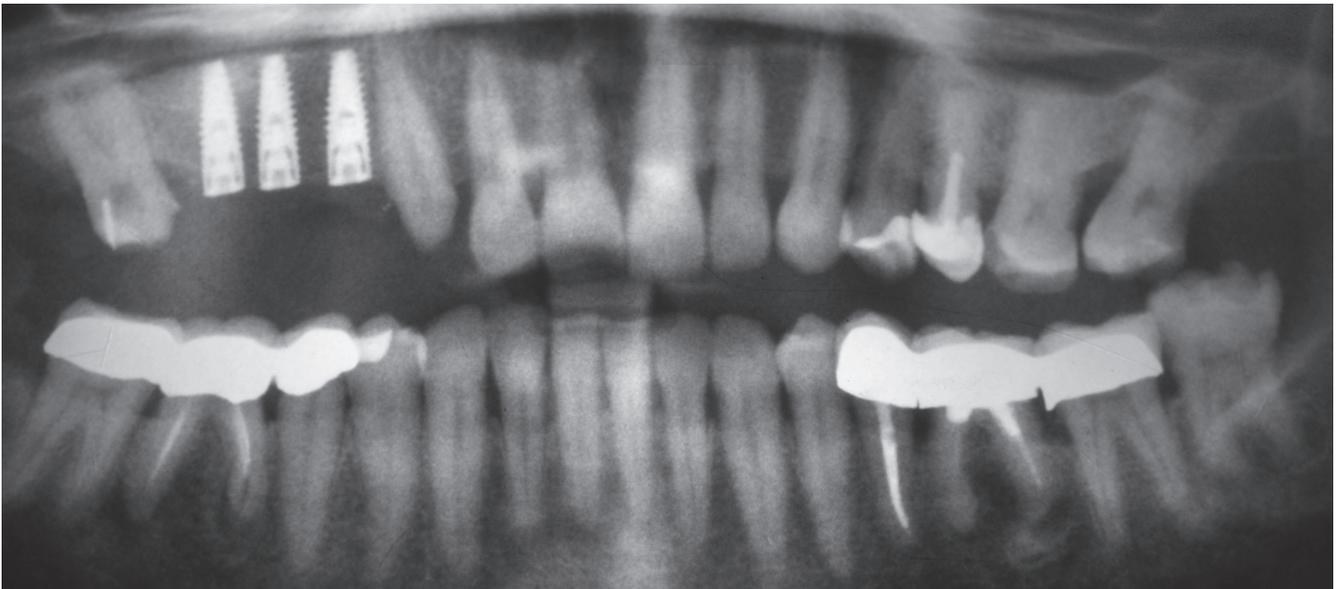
Postoperatives Röntgenbild (OPG)
